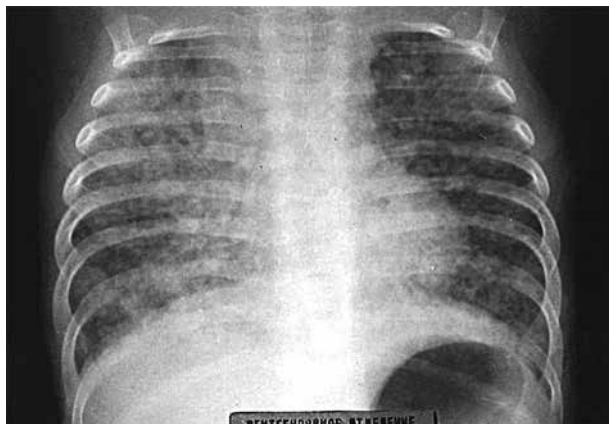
Рентгенограмма грудной клетки. Диссеминированный туберкулез легких, внутригрудных лимфатических узлов справа, поражение верхней доли правого легкого
